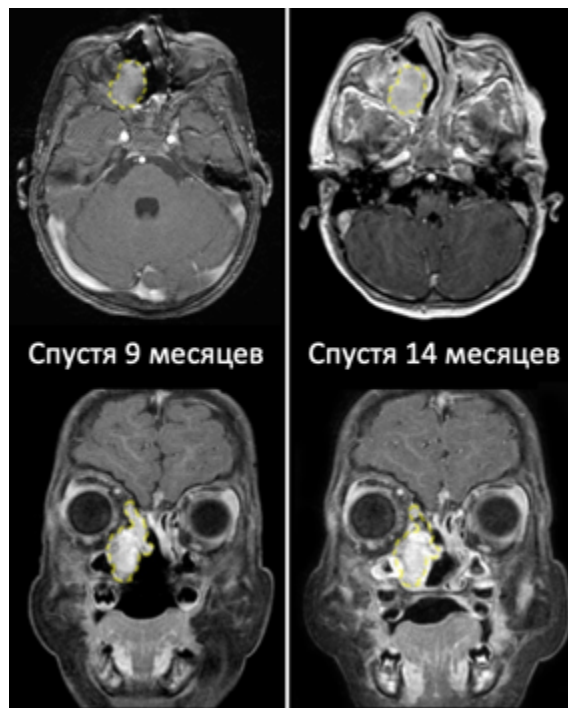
Наблюдение №6. МРТ в динамике после первой операции. Спустя девять месяцев (слева) определяются остатки опухоли без выраженного масс-эффекта. При сравнении этих снимков со следующими (выполнены через 14 месяцев после операции) видно увеличение размеров новообразования, что свидетельствует о прогрессировании. Контуры опухоли на более ранних снимках наложена на более поздние снимки (пунктирная линия)
